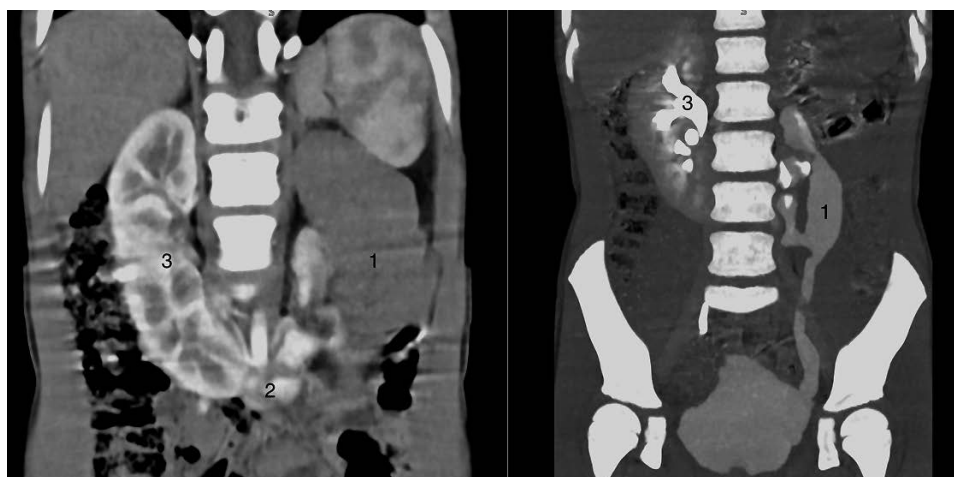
Компьютерная томография подковообразной почки с уретерогидронефрозом и потерей функции левой половины: 1 — левая половина подковообразной почки, 2 — перешеек подковообразной почки, 3 — правая половина подковообразной почки.
